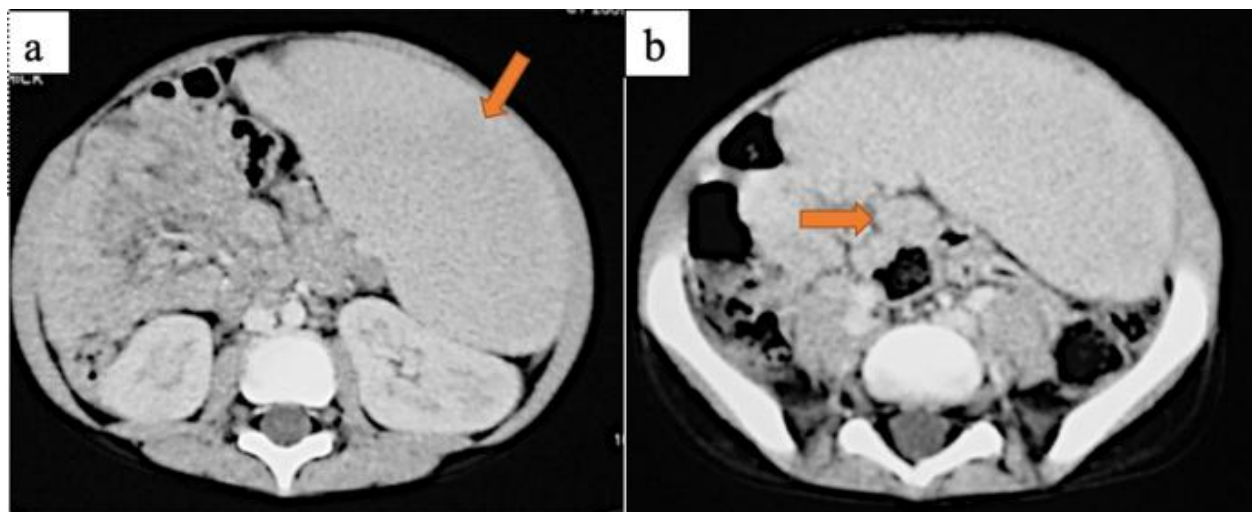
TDM en coupes axiales (a, b) après injection de PDC. Lymphome de Burkitt. Garçon âgée de 07 ans. Magma d'adénopathies rétro-péritonéales non compressives associés à une splénomégalie homogène (→).
